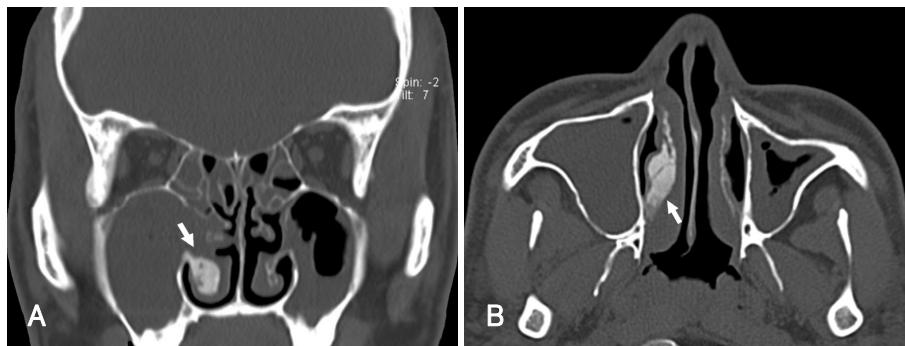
CT scan with coronal (A) and axial (B) images show soft tissue density in the both maxillary, ethmoid and frontal sinus. And there was ground-glass appearance, calcified thickening of right inferior turbinate (arrow) suggesting benign bone tumor.
